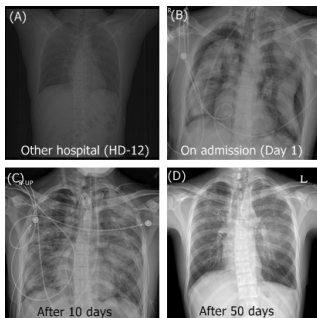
Serial changes on chest X-ray. (A) Minimal infiltration in both lungs. (B) On admission, collapsed both lungs with pneumothorax and dense consolidations. (C) Diffuse ground-glass opacity and consolidations. (D) Reticulation and bronchiectasis, suggesting lung fibrosis.
